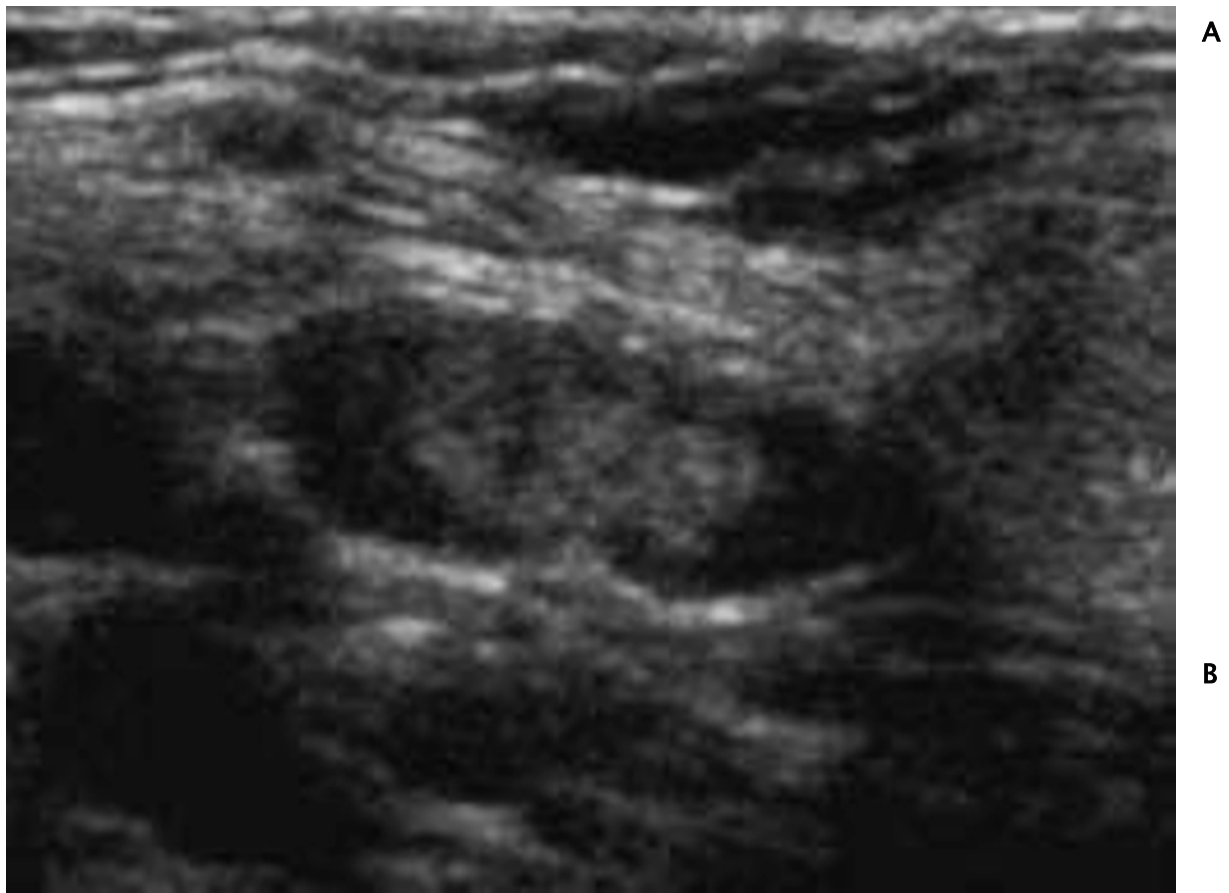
Échographie-Doppler des ganglions cervicaux [195].
